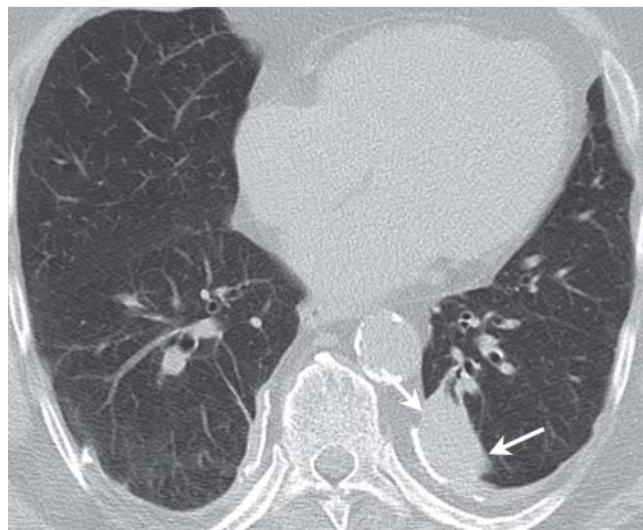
CT mit Rundatelektase: viszerale Pleuraschwien beidseits und Rundatelektase im linken Unterlappen (Pfeile).
